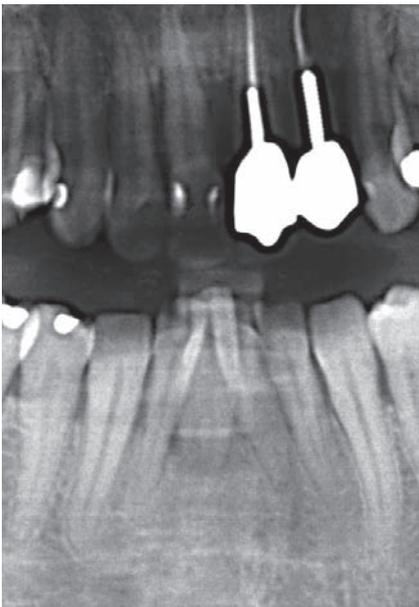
Das Röntgenbild zeigt den durch Dauertrauma verursachten, massiven Knochenabbau.
